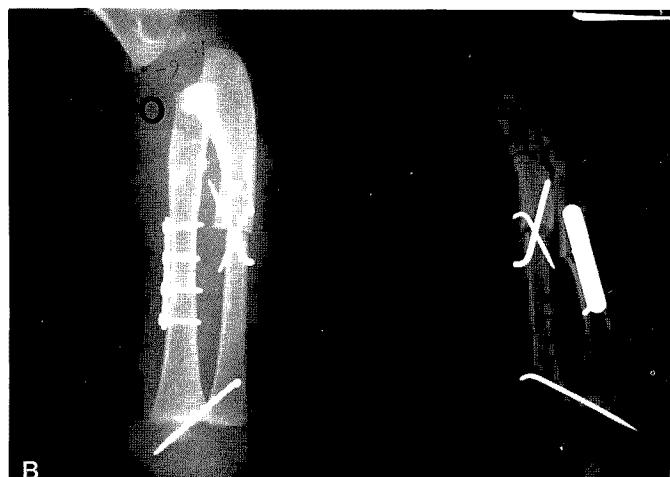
A : Radiograph of 2 years old female with palpable mass and bowing of forearm due to multiple exostosis.
